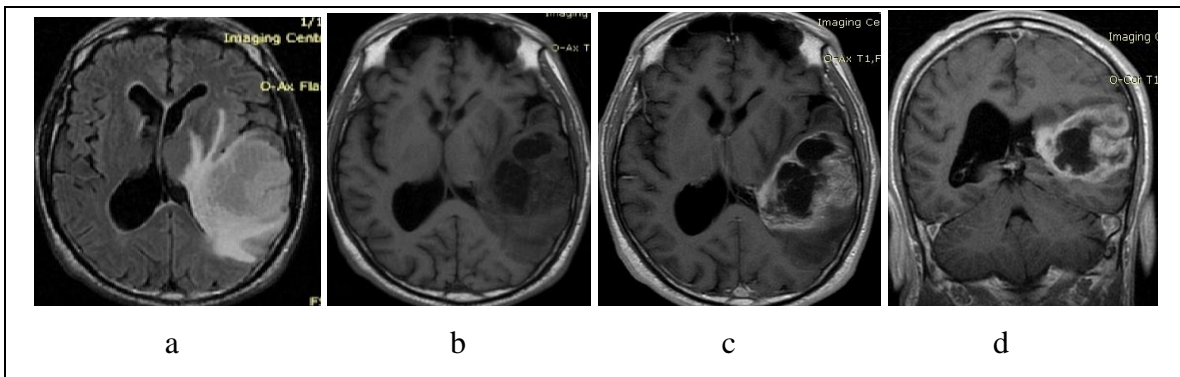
Glioblastoma multiforme (GM): a: axial FLAIR, proces ekspansiv masiv hiperintens T1 nativ b, dhe c, d ax dhe cor përforcim marginal i kontrastit me diferencim të nekrozës masive qendrore dhe infiltrim të bririt ventrikulit lateraldjathats brirt okcipital. Shënim: efekti i masës prezent si dhe edema karakteristike vasogjene e prezantuar mirë në FLAIR .
